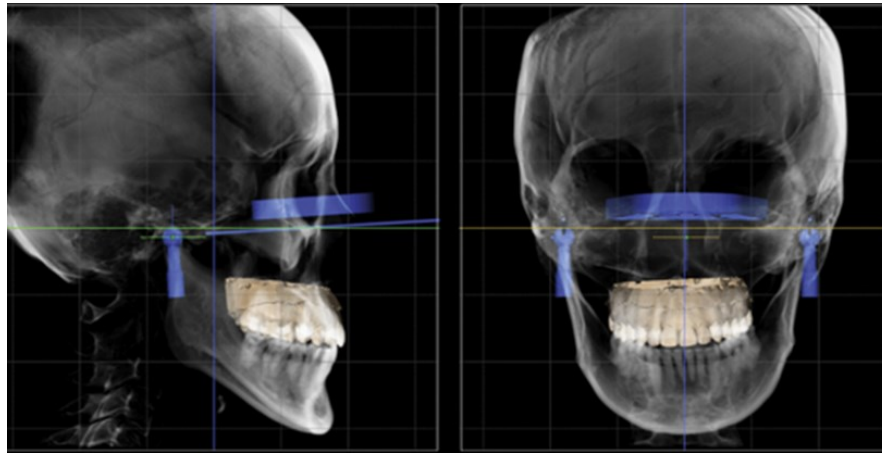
Articulador virtual ajustado ao côndilo direito e esquerdo, polo medial e orbital importado juntamente com os dados da leitura através de scanner do modelo e dados da tomografia computadorizada de feixe cônico sobrepostos (Park et al., 2021).
